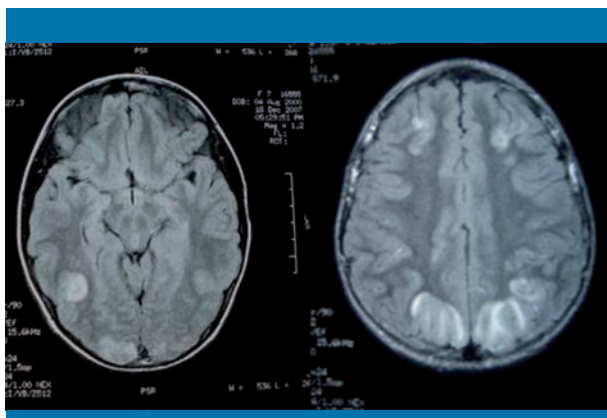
Resonancia magnética al ingreso
